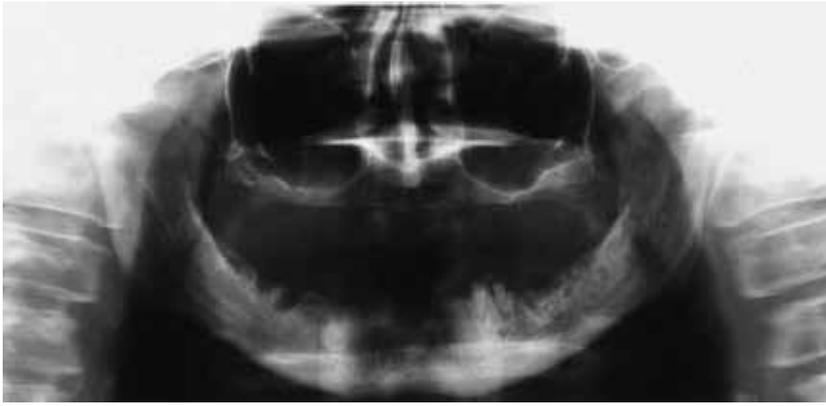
Orthopantomographie der Patientin aus Abb.1; multiple persistierende Alveolen Unterkiefer bds., Wurzelreste 34,35
